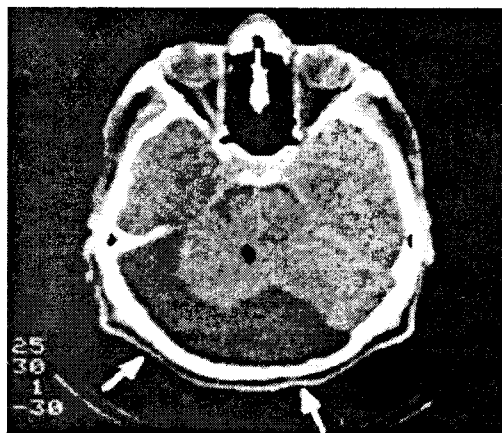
CT-scan: aspect într-un chist arahnoidian occipital dreapta.
